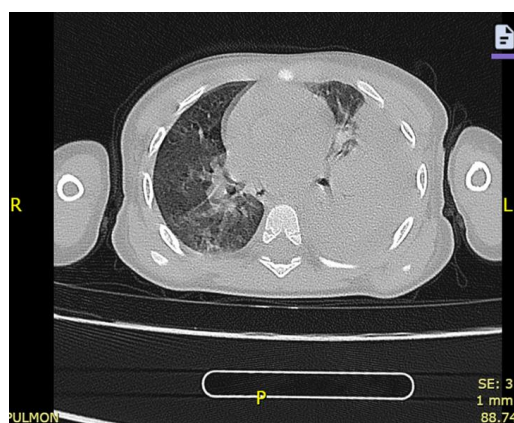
Tomografía de tórax simple, ventana pulmonar, con engrosamiento de los septos interlobulillares asociado a patrón de vidrio esmerilado. Fuente: estudio de imagen de la paciente, reproducido con el consentimiento informado escrito de sus representantes legales.
